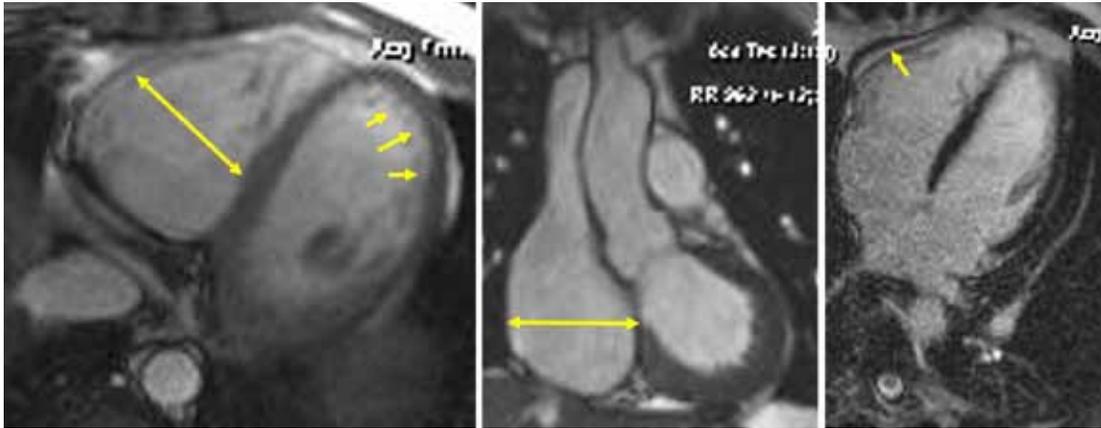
Магнитно-резонансные томограммы сердца больного Ч. (28 лет)
